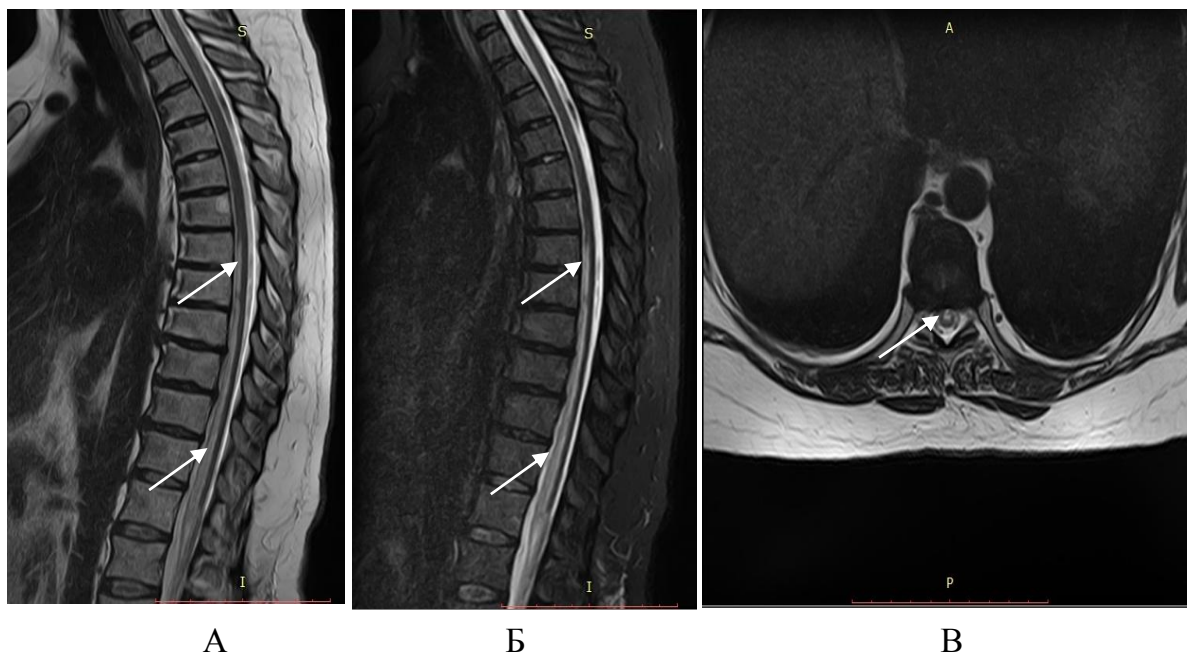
МРТ грудного отдела позвоночника и спинного мозга в режимах T2 (А, В) и STIR (Б) пациентки К., 47 лет со спинальным инсультом в бассейне ПСА на фоне наследственной гиперкоагуляции крови (стрелками указан протяженный гиперинтенсивный очаг миелоишемии на уровне Th7–L1).
